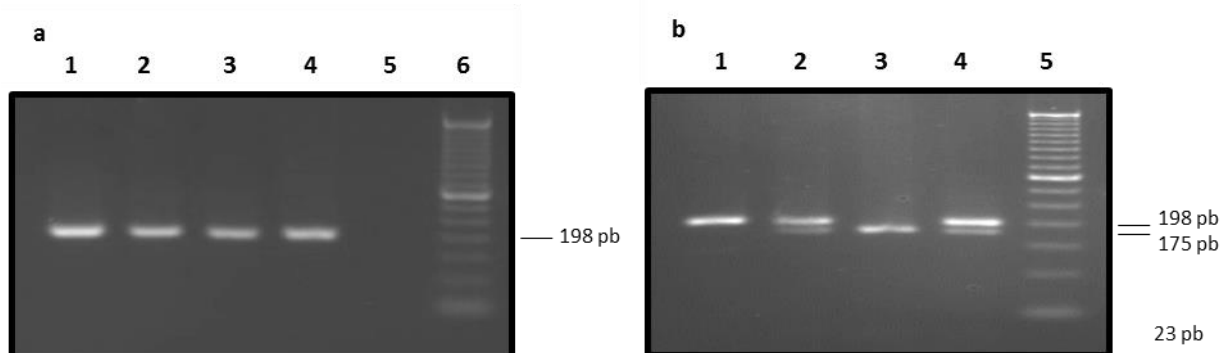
Géis de agarose com perfil eletroforético a) da amplificação da região do gene *MTHFR* contendo o SNP rs1801133 e b) dos fragmentos obtidos por restrição com a enzima *HinfI*. a) Imagem de um gel de agarose exemplificativa de uma amplificação por PCR de um fragmento contendo o SNP rs1801133 do gene *MTHFR*. Canais 1 a 3: produto de PCR de indivíduos em estudo. Canal 4: produto de PCR de um controlo positivo. Canal 5: controlo negativo. Canal 6: marcador de peso molecular 50 pb (*50 bp DNA Ladder*, Invitrogen) b) Imagem de um gel de agarose exemplificativa dos fragmentos obtidos no ensaio de restrição com a enzima de restrição *HinfI*. Canal 1: Genótipo CC. Canal 2: Genótipo CT. Canal 3: Genótipo TT. Canal 4: Controlo positivo heterozigótico (CT). Canal 5: marcador de peso molecular 50 pb (*50 bp DNA Ladder*, Invitrogen). Está indicado o tamanho do fragmento de PCR e os tamanhos dos fragmentos de restrição (pb).
